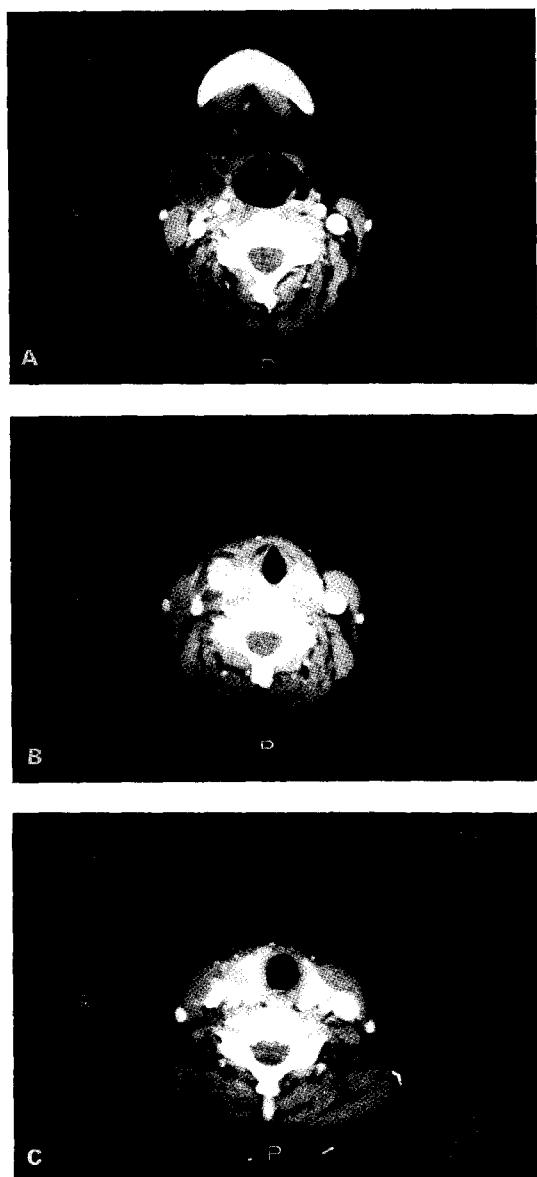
CT findings show $5 \times 2 \times 2\text{cm}$ sized multiseptated cystic lesion from submandibular gland to thyroid(A, B, C), relatively ill-defined contrast enhanced mass inside cystic lesion(B) and hypodense lesion in thyroid.
